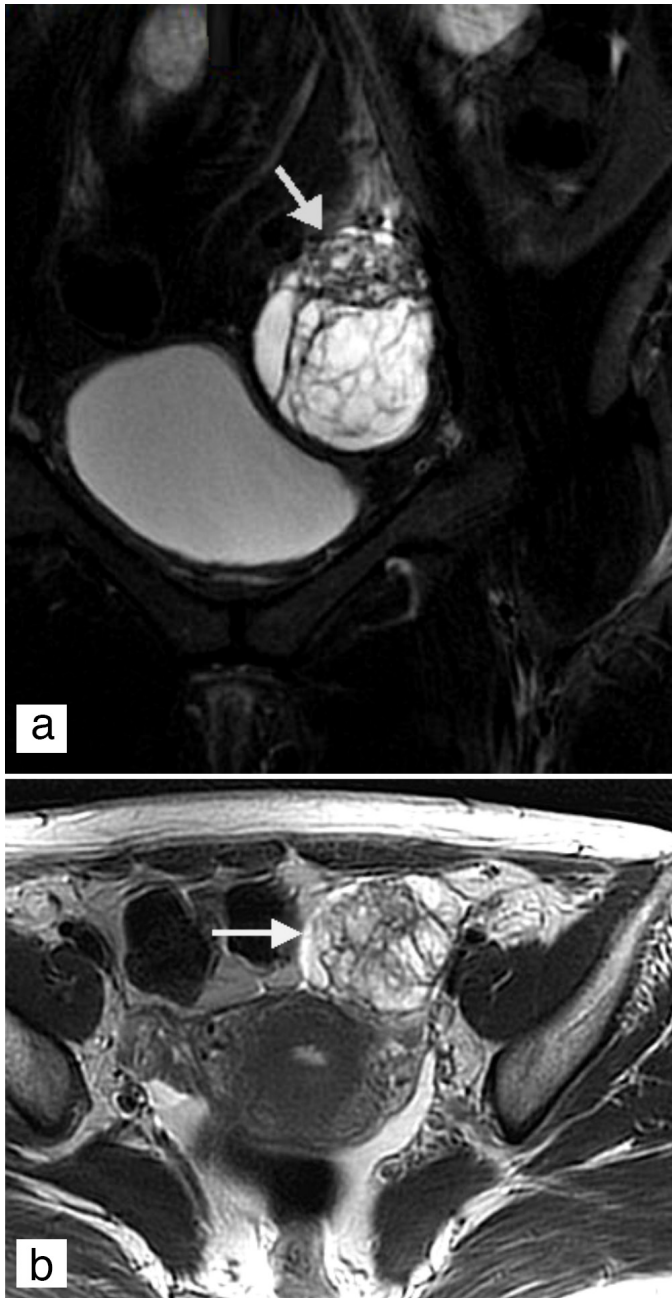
STIR coronal MR image a) shows fibrous component (arrow) containing multiple, small hyperintense cystic locules. This corresponds to "black sponge-like appearance". T2-weighted axial MR image b) shows well-defined multilocular hyperintense mass in left adnexal region (arrow). Linear hypointense bands within the lesion representing fibrous strands are well visualized
